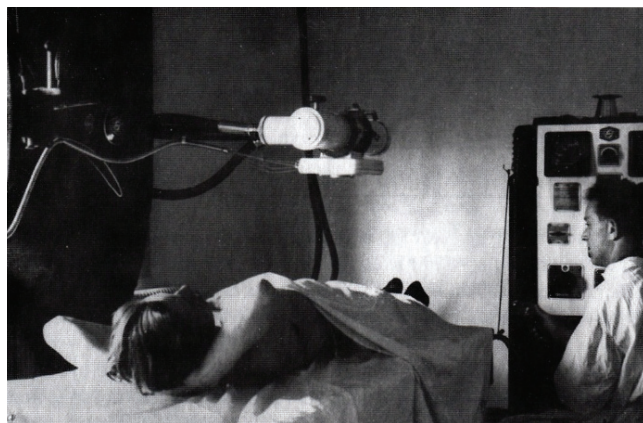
Рентгенолог И. Я. Классен, 1960 г.
